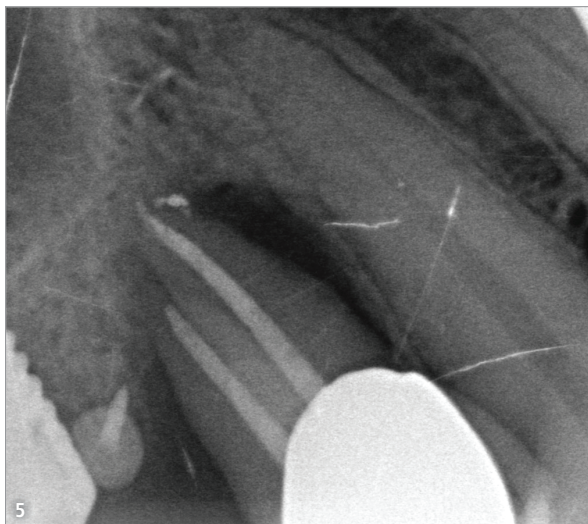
Zahn 14: Fehlende achsgerechte Projektion des Zahnfilms. – Abb. 6: Gleicher Zahn 14: Überpresste Guttapercha im palatinalen Kanal, leichte Überpressung im bukkalen Kanal. Der röntgenologische Apex entspricht nicht dem anatomischen Apex.
